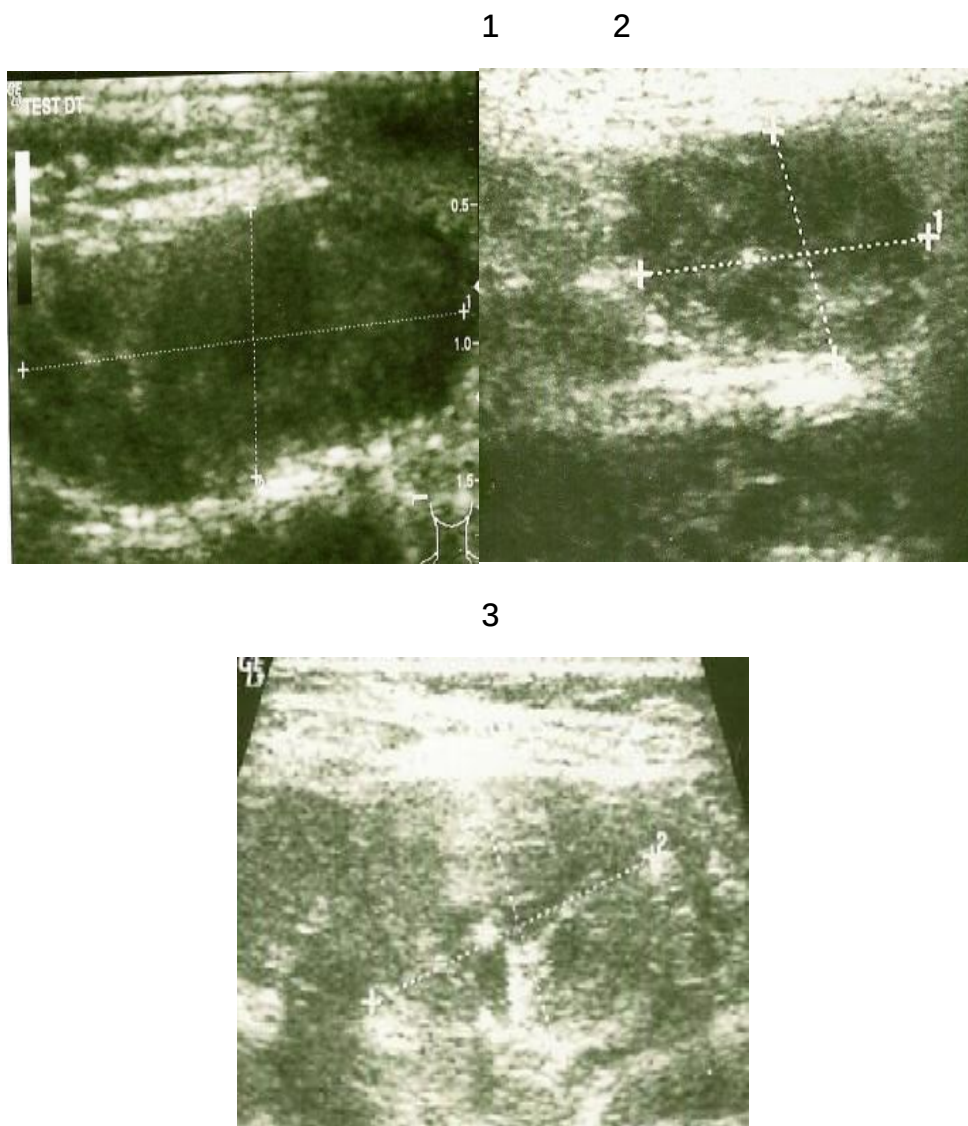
Trois images échographiques du testicule droit réalisé à 3 mois d'intervalle réalisées chez un nourrisson de 6 mois opéré pour une hernie inguinale étranglée avec testicule droit noirâtre à l'exploration chirurgicale. On note que le testicule a récupéré une certaine échogénicité témoignant de sa revascularisation.
